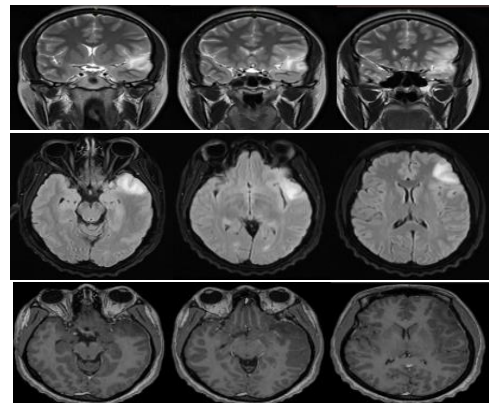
IRM cérébrale coupes coronales T2 (a) et axiales FLAIR (b) montrant une plage en hypersignal T2 et FLAIR fronto-temporo-insulaire gauche, sans rehaussement après injection de PC (c)
